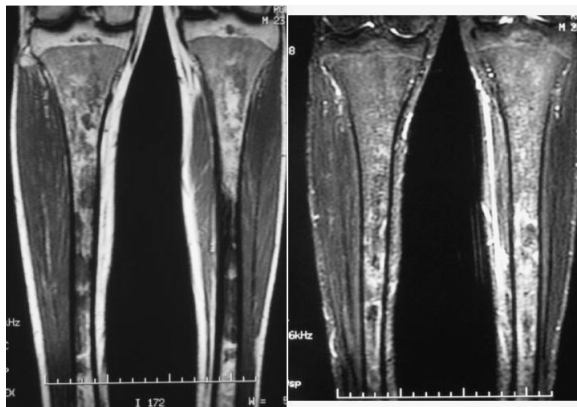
RM coronal de tibias. Focos de edema medular y afectación inflamatoria de tejido celular subcutáneo en crisis ósea.
